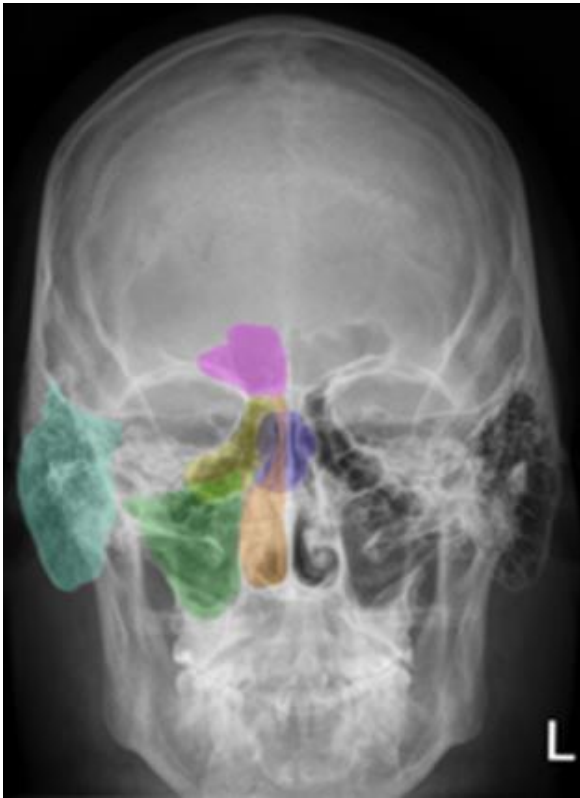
Рентгеноанатомія порожнини приносових пазух. Рисунок з сайту <https://www.meddiagnostica.com.ua/>
